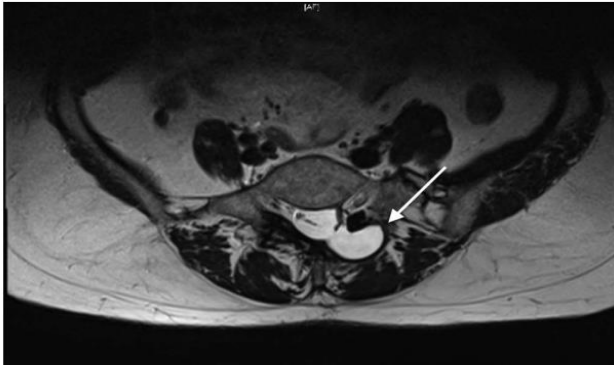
Hình ảnh MRI cắt ngang vùng tổn thương của người bệnh trước UBE
